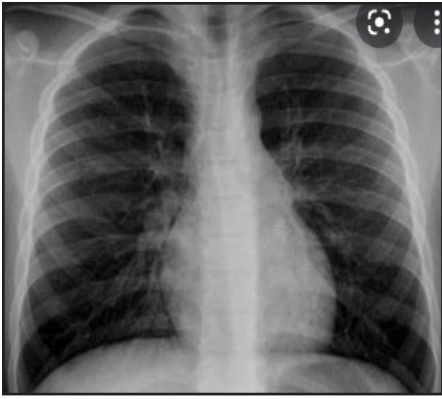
Radiografía de tórax, 48 horas posterior al inicio de cuadro clínico.
